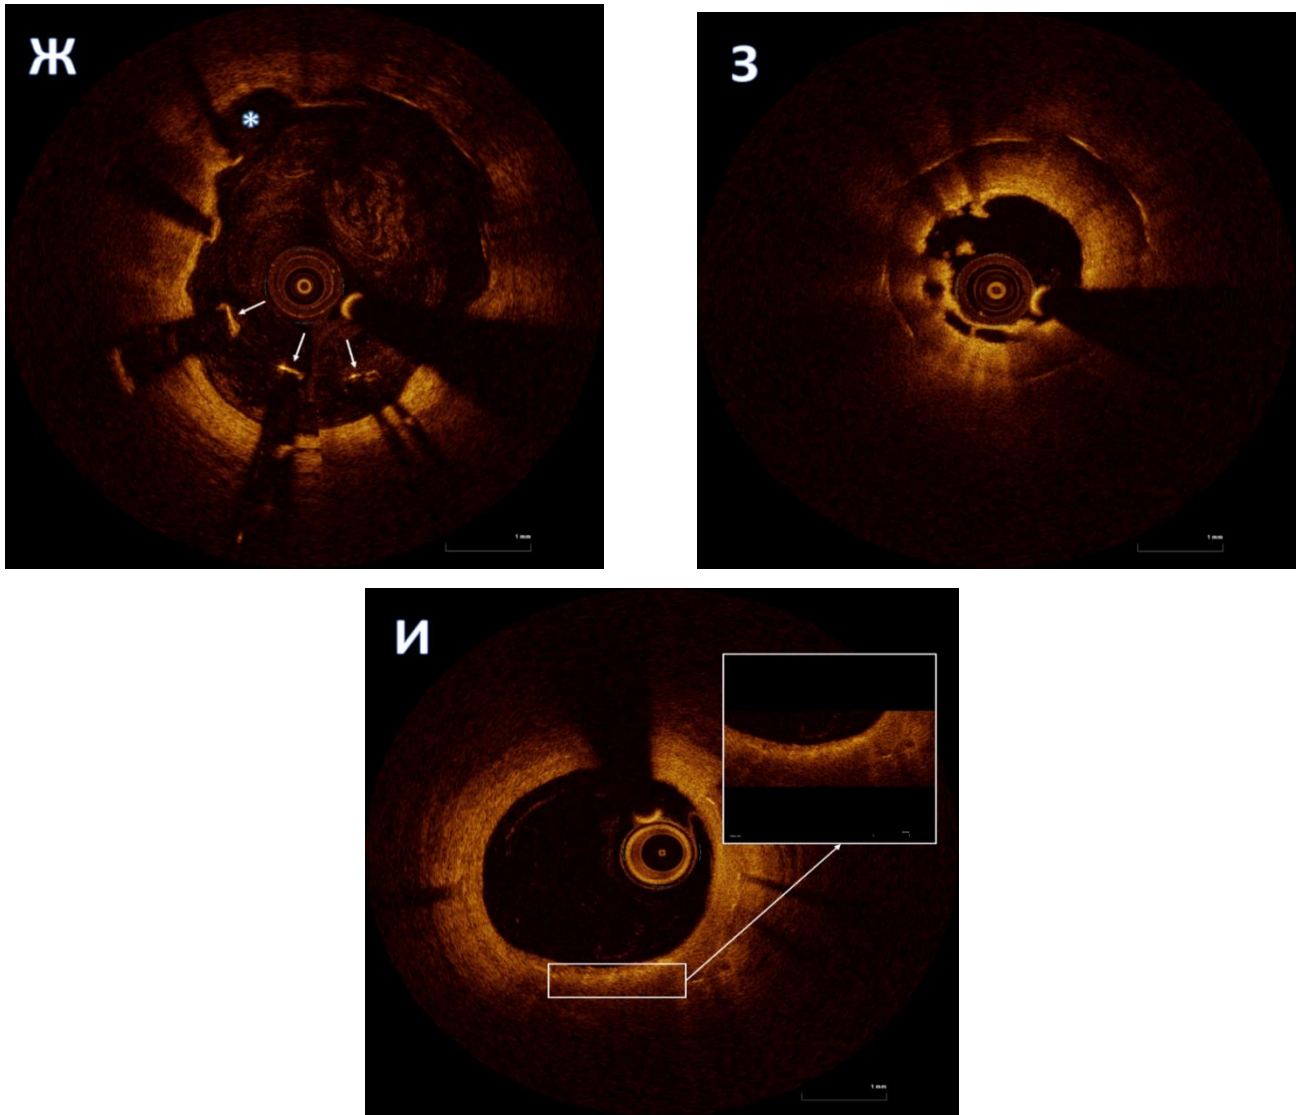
Изображения срезов стентированного сегмента, полученные по данным оптической когерентной томографии (ОКТ). А. Гомогенная неоинтима внутри стентированного сегмента, страты стента обозначены белыми стрелками. В просвете артерии виден ОКТ-датчик (обведен красным), а выше него - коронарный проводник с характерной тенью (звездочка). Б. Гетерогенная неоинтима внутри стентированного сегмента (звездочка). В. Неоатеросклероз с фиброатероматозной бляшкой и слоистым типом неоинтимы внутри стентированного сегмента (звездочка). Г. Неоатеросклероз с фиброатеромой, имеющей тонкую капсулу (звездочка). Д. Малаппозированные и непокрытые страты внутри стентированного сегмента (звездочка). Е. Непокрытые, хорошо аппозированные страты внутри стентированного сегмента (звездочка). Ж. Малаппозированные и непокрытые страты внутри стентированного сегмента (стрелки), также отмечается эвагинация коронарной артерии (звездочкой). З. Случай неоатеросклероза с фиброатероматозной бляшкой и белым, организованным тромбом в просвете артерии. И. Неоатеросклероз с скоплением макрофагов на границе некротического ядра и фиброзной капсулы.
